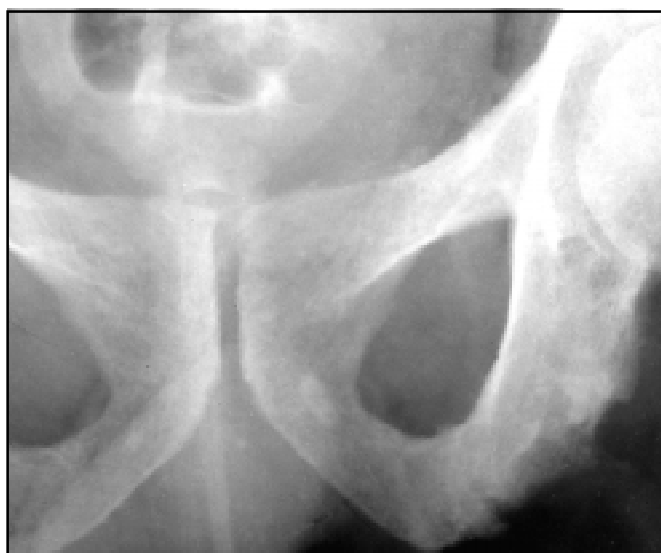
Рентгенограма таза пацієнта Н., 35 р., з хворобою Рейтера. Виразені ерозії (поверхнева деструкція) сідничного горба і гілки сідничної кістки справа. Ерозивна ентезопатія
